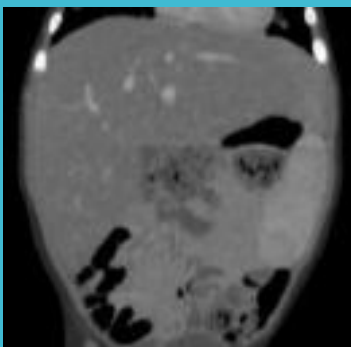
TC collo torace addome
